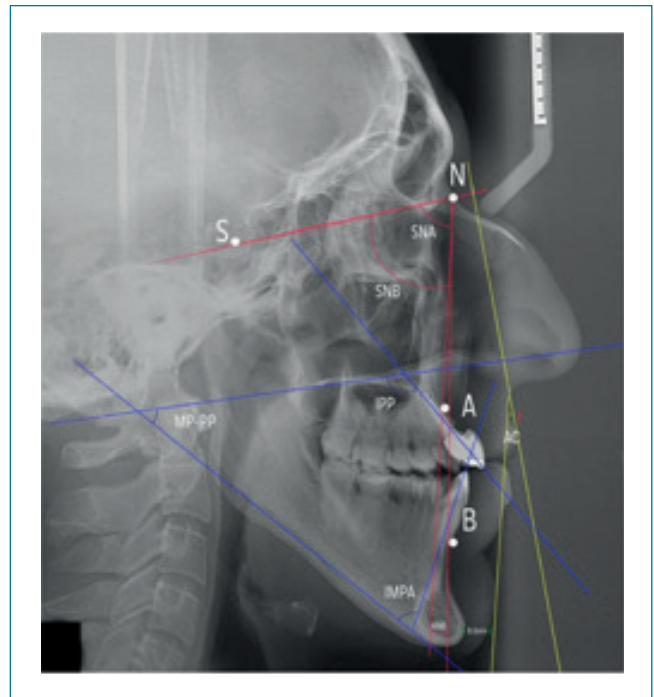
Puntos cefalométricos y radiografía lateral con puntos cefalométricos: SNA 74 SNB 76, ANB -2, IPP 122, IMPA 69, MPP-PP 46, ángulo convexidad de 14° y cojinete blando en el mentón de 8,6 milímetros.
